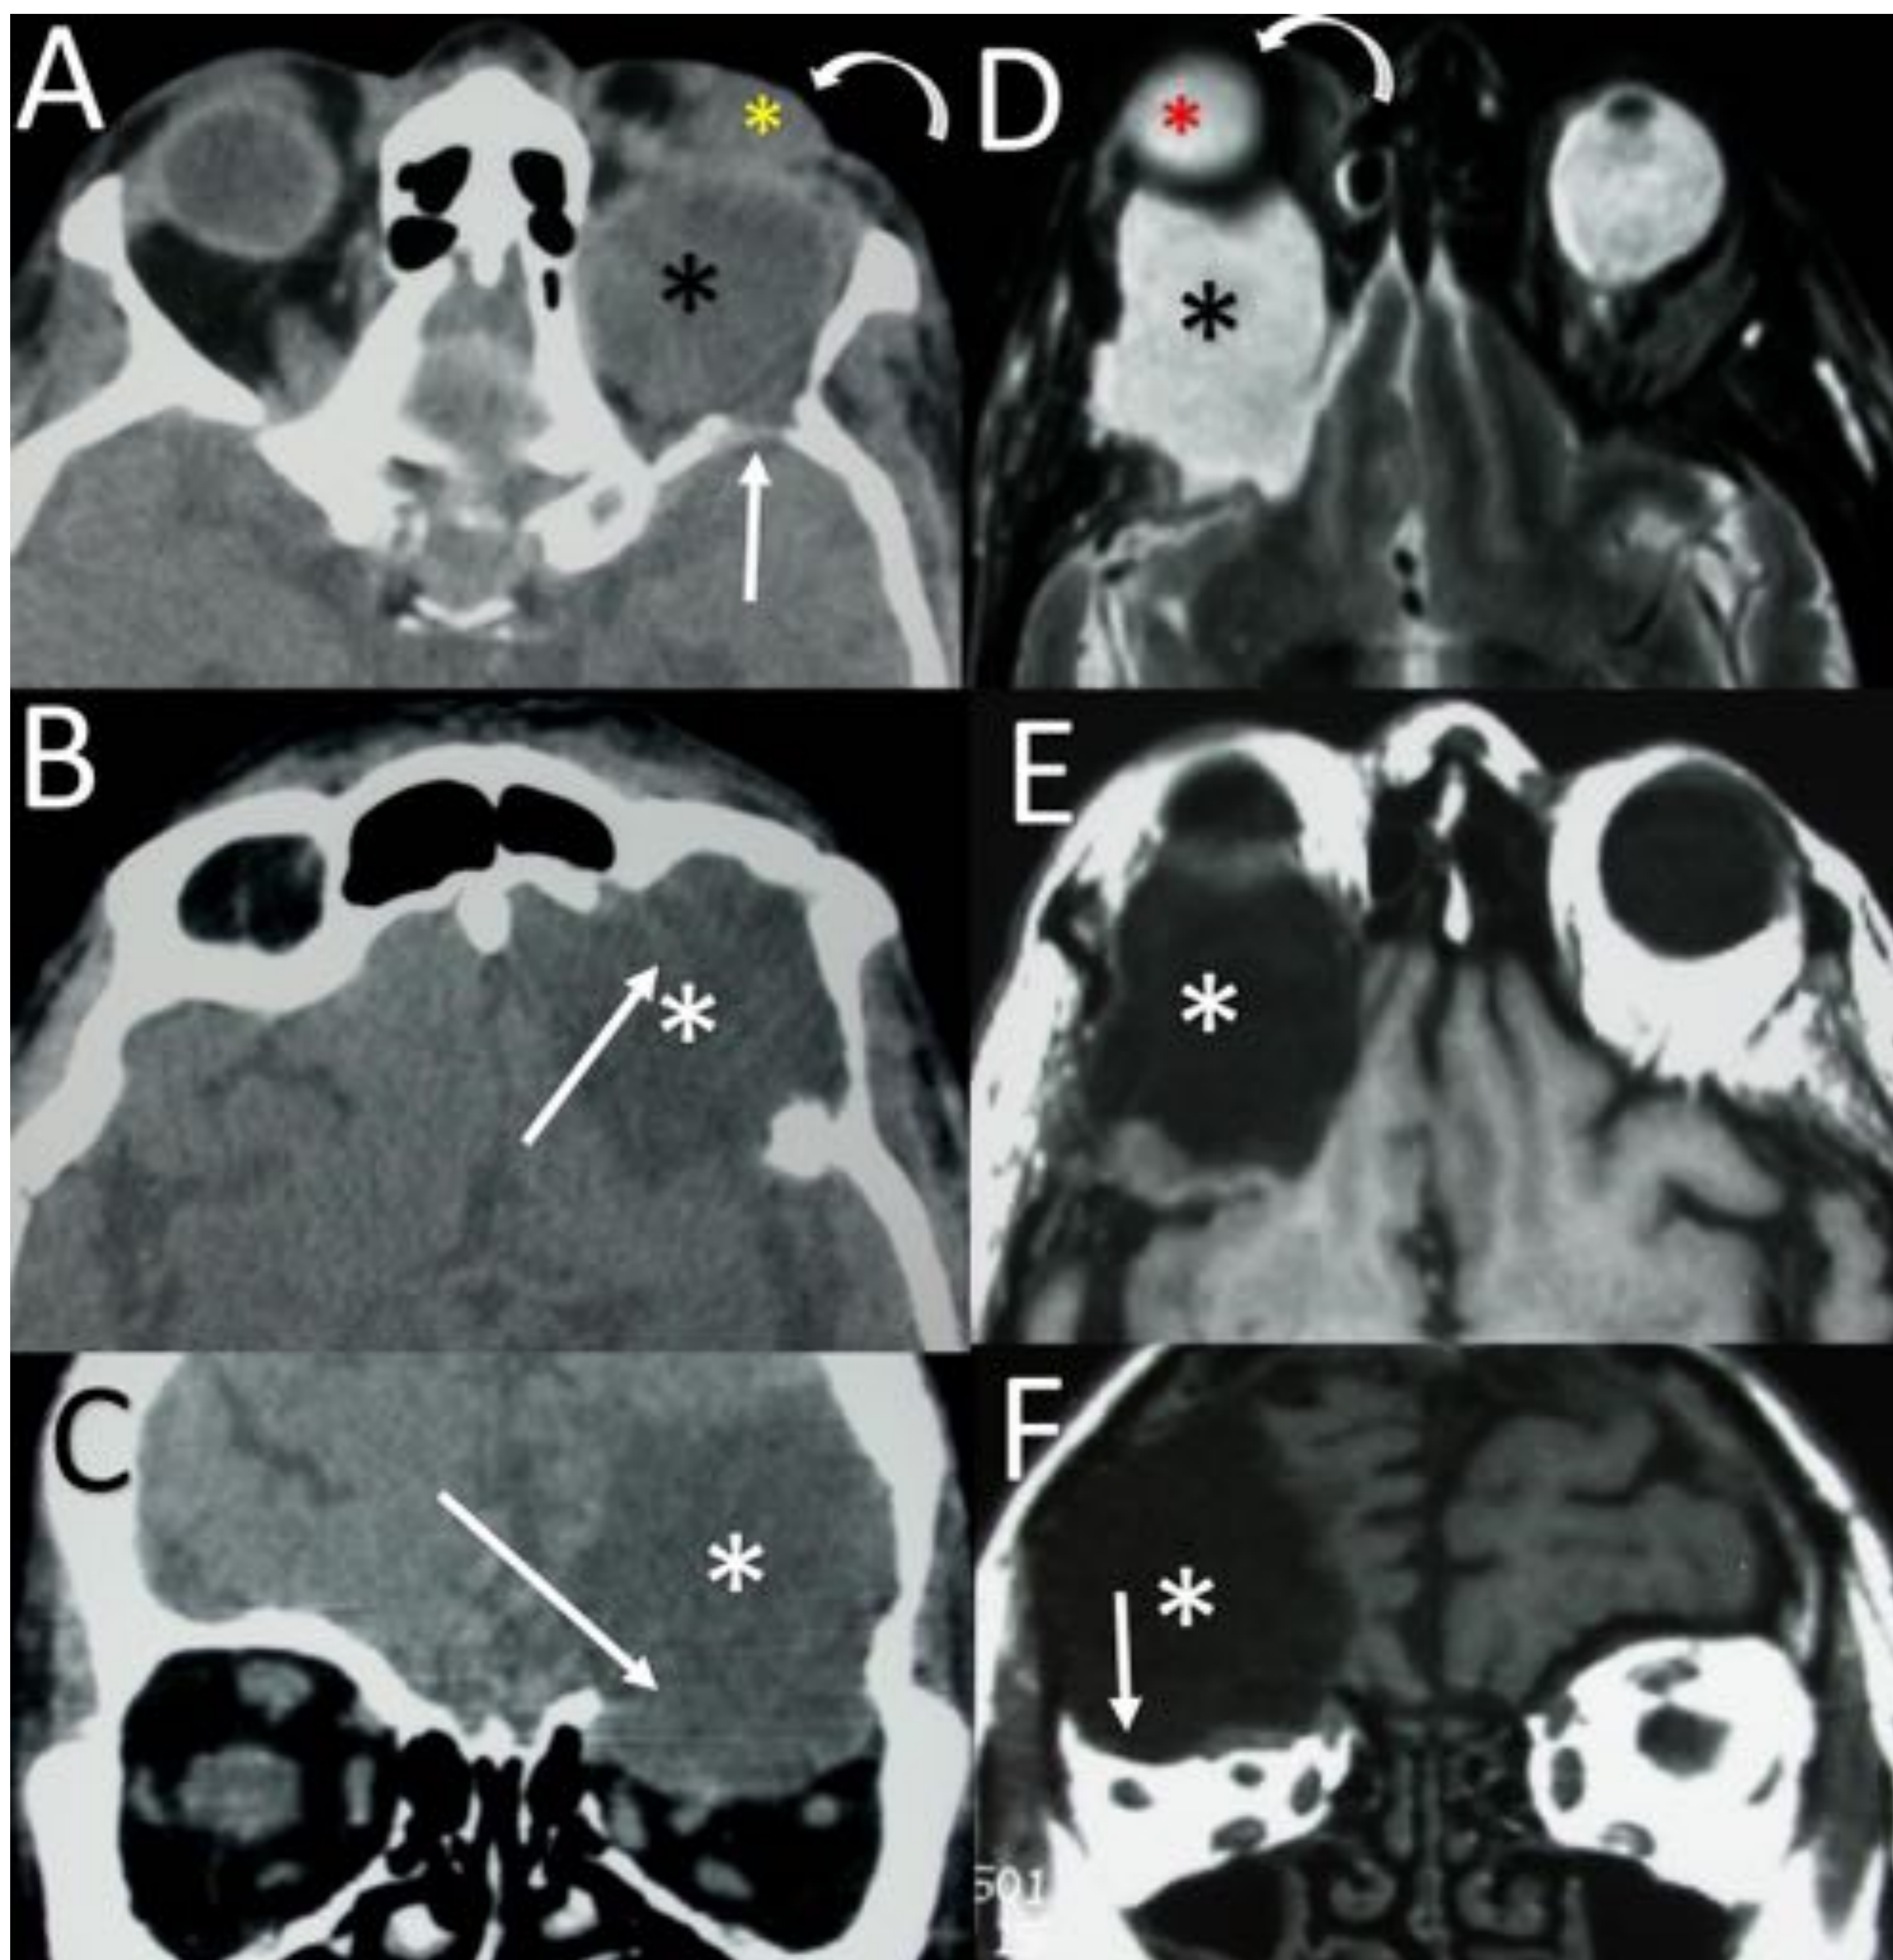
ejemplos de dos pacientes diferentes con antecedentes previos de trauma facial hacía muchos años, que luego se complicaron con "growing fractures". A: la TC axial muestra exoftalmos izquierdo (flecha curva) y una lesión redondeada de densidad líquido (asterisco negro) en la órbita. La lesión desplaza el globo ocular (asterisco amarillo). Hay una erosión ósea en la pared orbitaria posterolateral (flecha blanca). B-C: la TC axial y coronal muestran un área de encefalomalacia en la fosa craneal anterior izquierda, asociada a quiste leptomeníngeo que protruye hacia la órbita (asteriscos). Además, se observa el defecto óseo en el techo orbitario (flechas blancas). D, E y F muestran la misma complicación en otro paciente. D: la imagen axial potenciada en T2 muestra una lesión quística en la órbita derecha (asterisco negro), defectos óseos y derales (flecha blanca) y exoftalmos secundario (flecha curva) con desplazamiento del globo ocular (asterisco rojo). E y F: las imágenes axial y coronal potenciadas en T1 muestran los mismos hallazgos que en D y el área de encefalomalacia con quiste leptomeníngeo asociado (asterisco) que protruye hacia la órbita, desplazando su contenido (flecha blanca).
